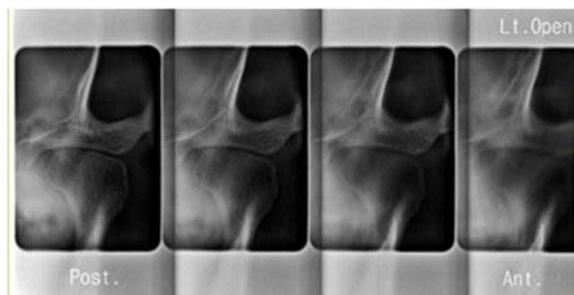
coronal tomography of Lt. TMJ
